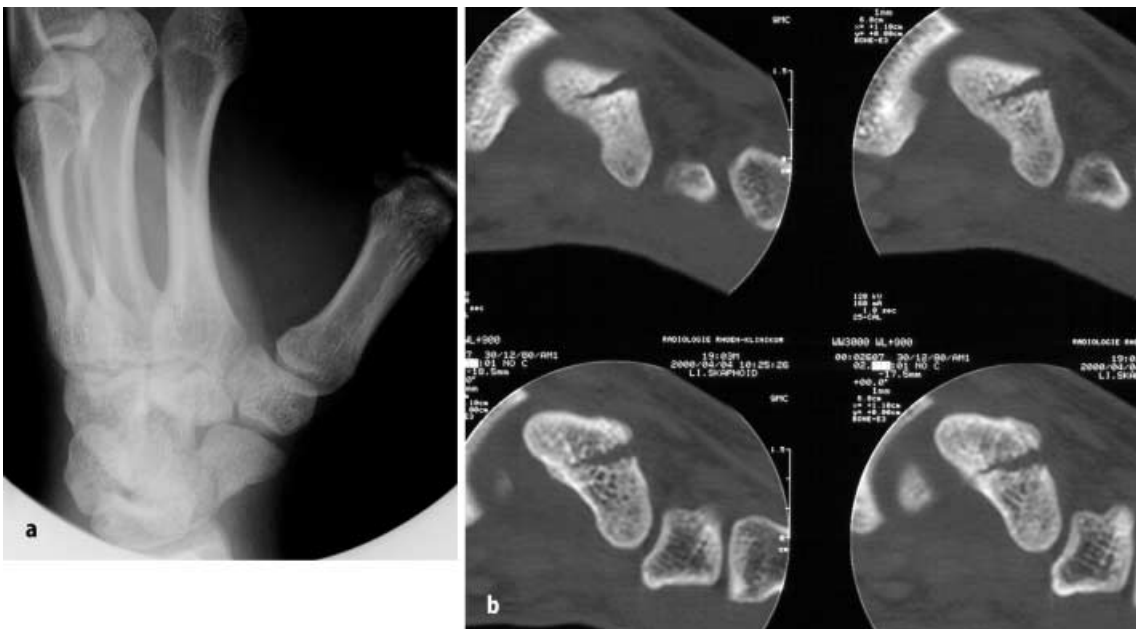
▲ a Nachweis einer Frakturlinie in Hyperpronationsprojektion (b) in der CT Zuordnung als instabile B1-Fraktur mit schrägem Verlauf
